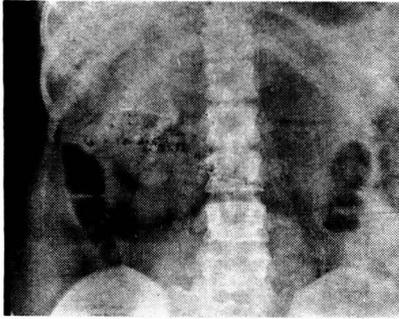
(Obs. I). Radiografía simple. Cálculo coraliforme riñón derecho.
